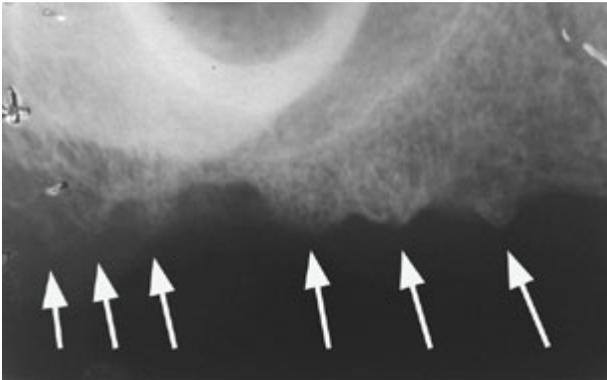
Radiografía periapical de tuberosidad del maxilar superior que acusa dolor a la presión de la prótesis y a la presión digital, las flechas indican múltiples espículas óseas en la cresta del proceso alveolar.
